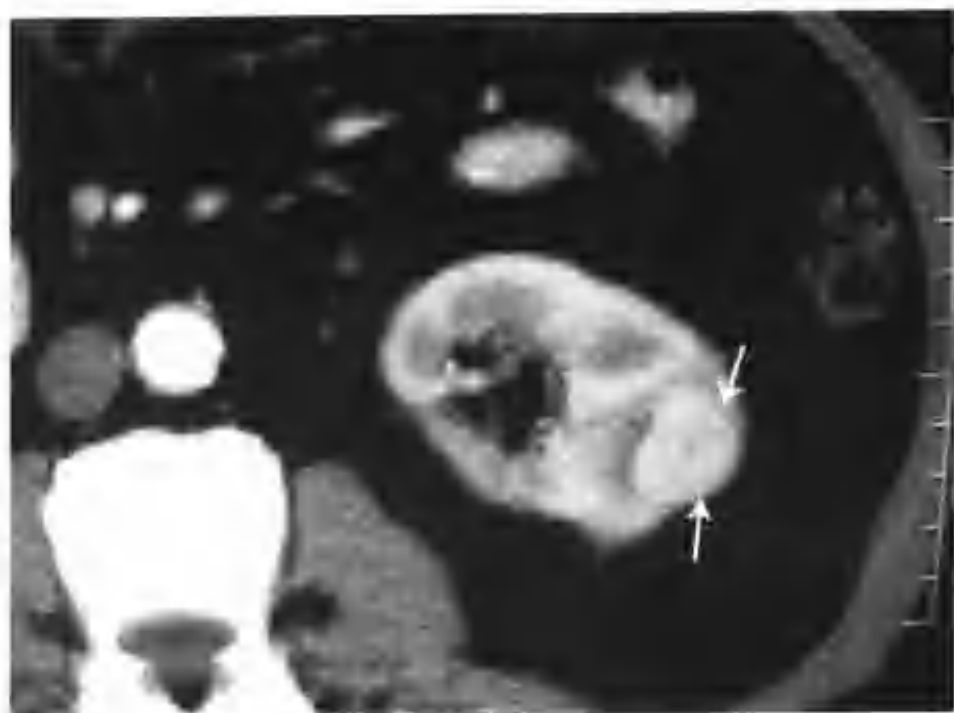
与图 2-1-12 为同一病例，增强扫描皮质期肿瘤呈全瘤范围结节状明显强化，CT 值 120HU (箭头)
